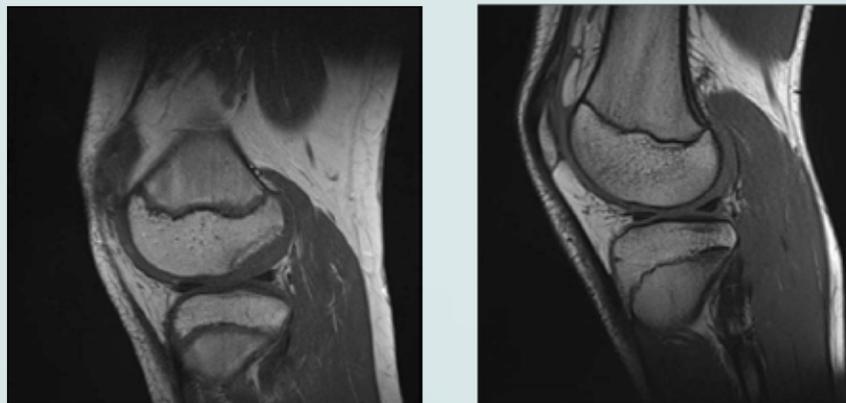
A la izquierda resonancia magnética de la epífisis distal del fémur, etapa 2. A la derecha, etapa 3b.
